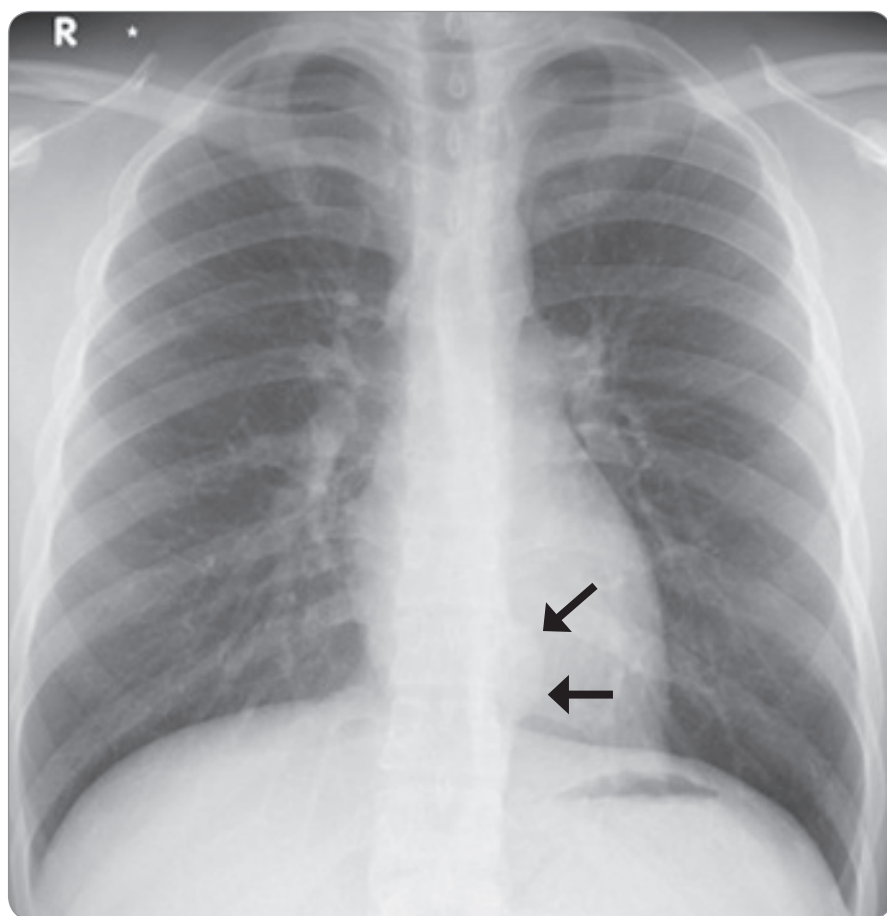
Chest radiograph on admission revealed a nodule adjacent to the thoracic vertebrae (arrows).
